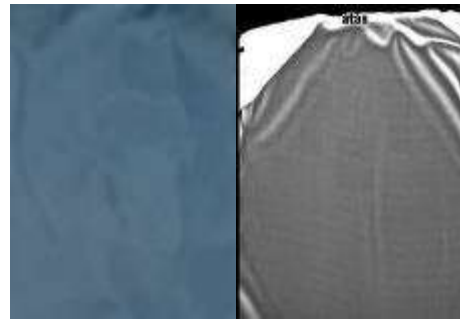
Citra Radiografi Apron B (Kuadran I)
